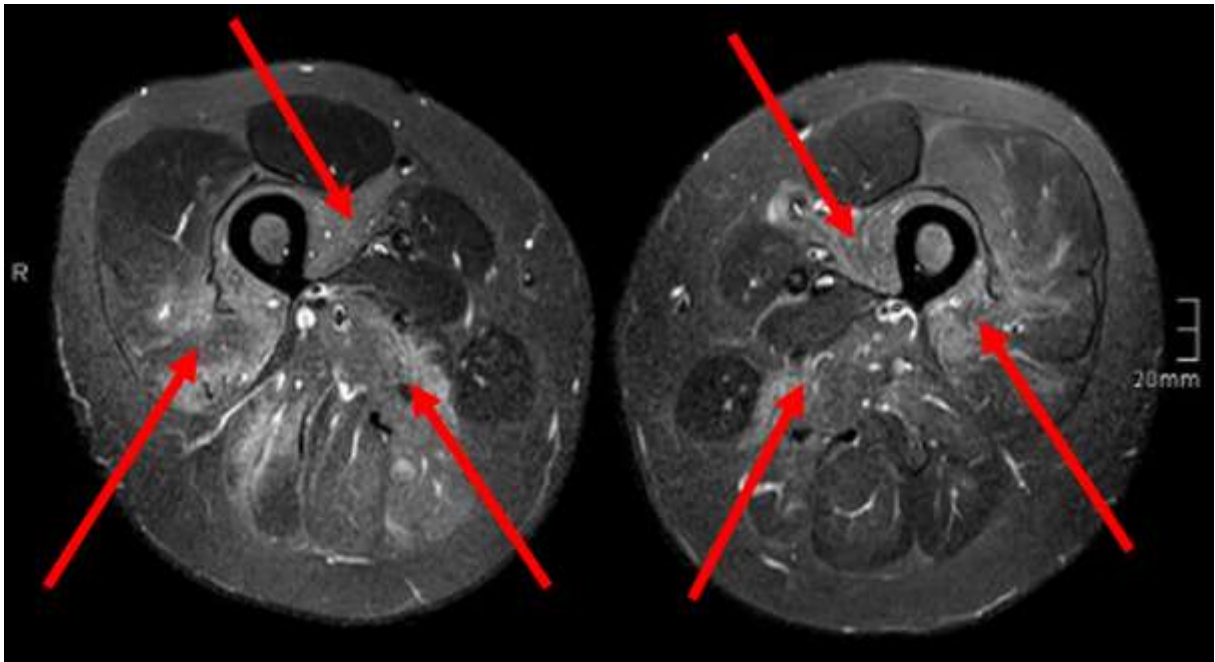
MRT-Oberschenkel beidseits (STIR-Sequenz), Pfeile auf ödematösen Signalen
